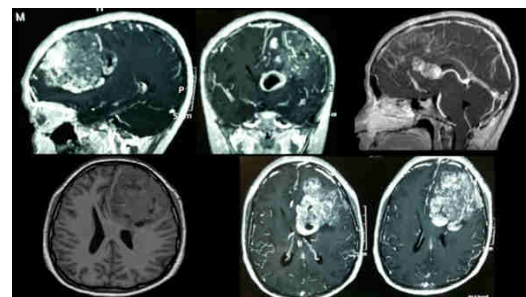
RMN craneal con contraste en secuencia T1 en cortes axial, coronal y sagital, evidenció lesión que capta el contraste de forma irregular con efecto de masa desviación de hoz cerebral y extensión de lesión hacia el asta anterior del sistema ventricular que está colapsada.
